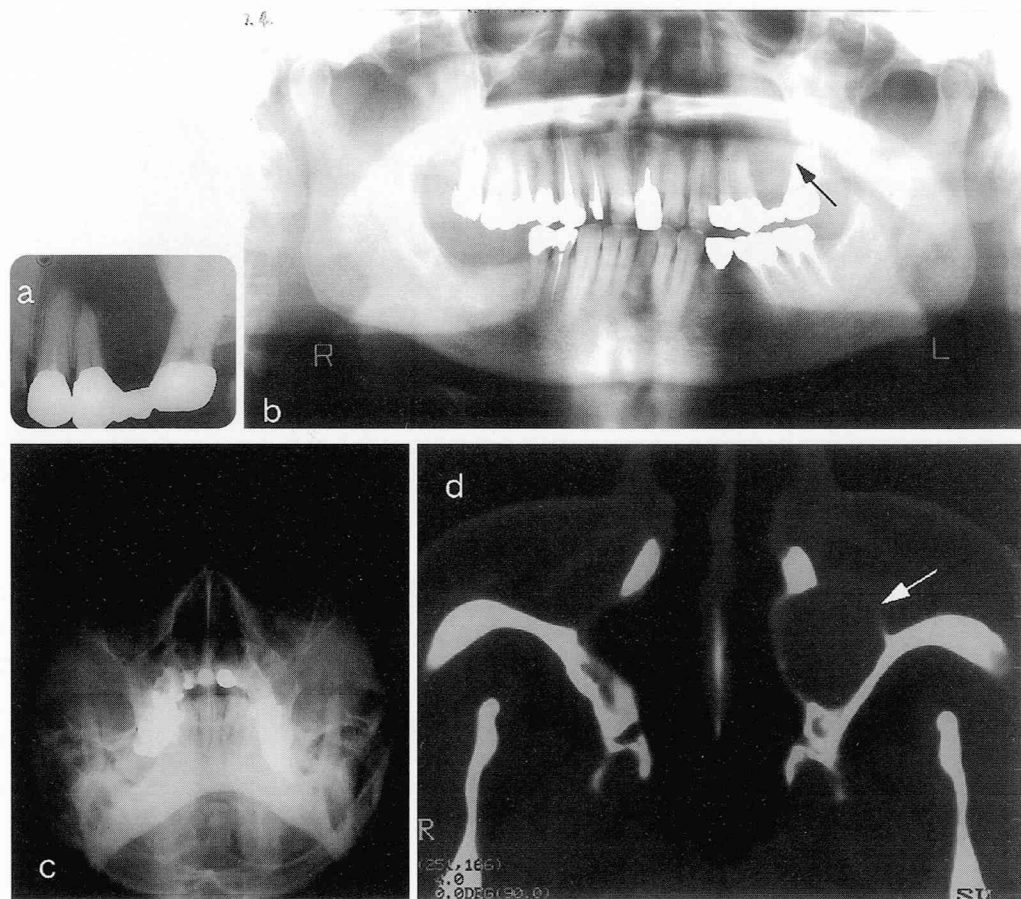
症例1の口内法デンタルX線像，回転パノラマX線像，ウォータース像，CT画像
